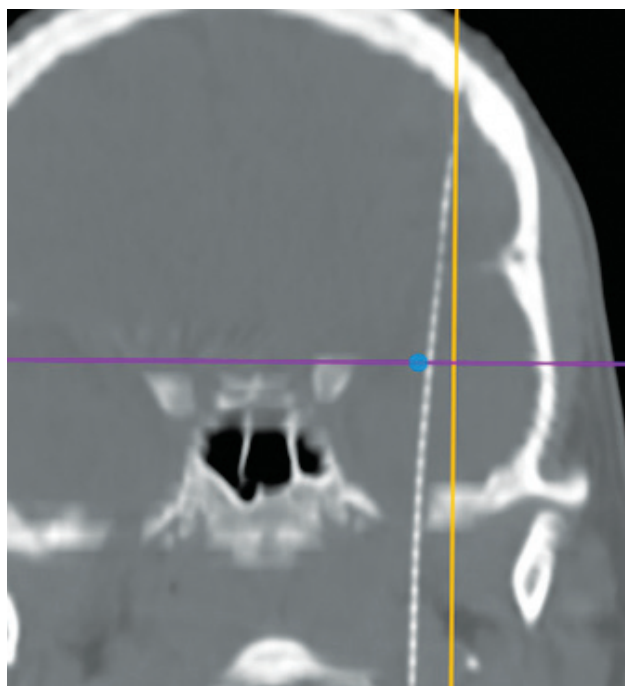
Компьютерная томография головы в режиме визуализации костных структур. Фронтальный срез через плоскость прохождения металлического сегмента пушера
